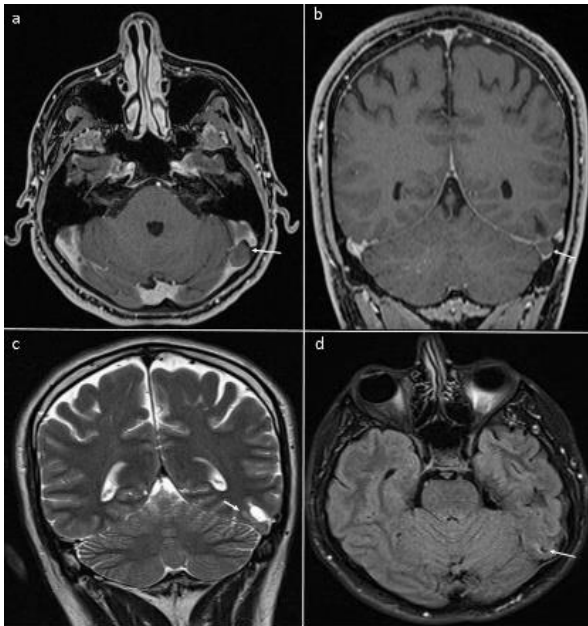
38-year-old man with headache. a, b. Contrast-enhanced 3D T1-weighted GRE axial and coronal MR images show herniation of left temporal lobe parenchyma into the left TS. c, d. There are high signal intensity and mild atrophy within the herniated brain parenchyma on coronal T2W and axial FLAIR MR images. (GRE: Gradient echo, MR: Magnetic resonance, FLAIR: Fluid-attenuated inversion recovery)
